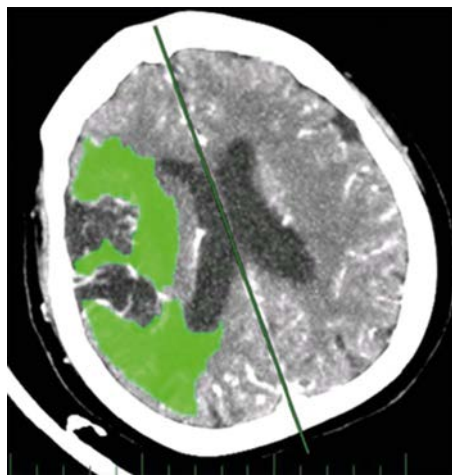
Uzávěr arteria carotis interna vpravo na CT angiografii
